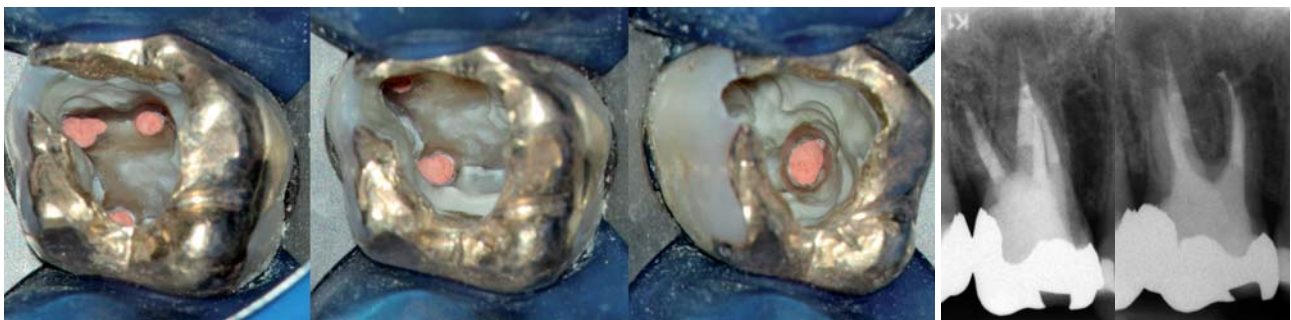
Backfill. – Abb. 10: Röntgenkontrolle der fertigen WF.
